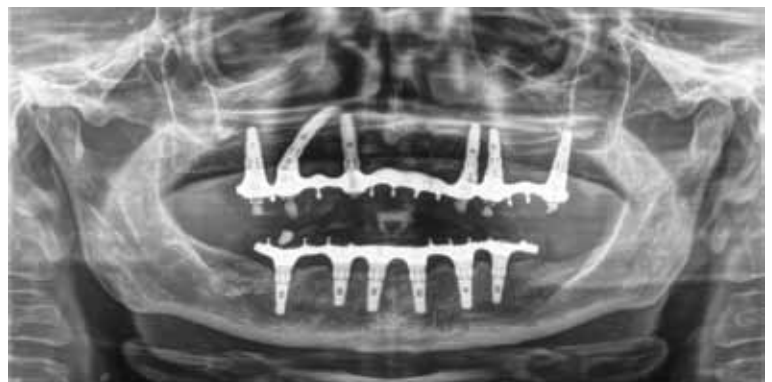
Ortopantomografia finale.
